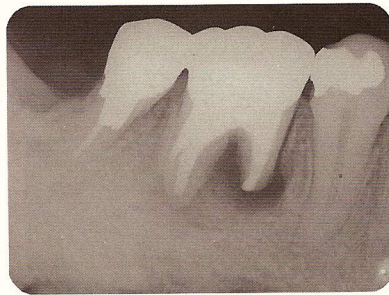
術後 6 ヶ月経過した X-Ray 所見。近心側根端部が不安である。
